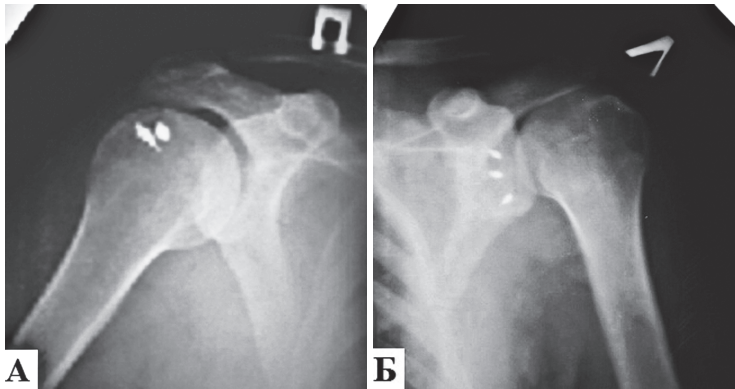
Рентгенограма правого плечового суглоба в прямій проекції хворого П., 44 років з діагнозом: застарілий розрив ротаційної манжети правого плечового суглоба, стан після реінсерції сухожилля надостного м'яза. У великому горбику два металічних анкера (А). Рентгенограма лівого плечового суглоба в прямій проекції хворого Г., 20 років з діагнозом: горизонтальна нестабільність плечових суглобів, дисплазія гленоїда, стан після ушивання розриву передньої частини суглобової губи лівого плечового суглоба. В передній частині гленоїда лопатки металічні анкери (Б).
